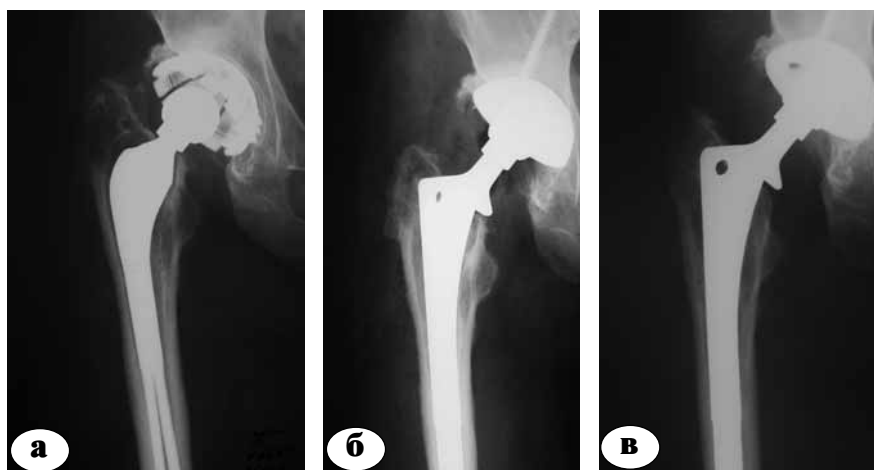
Рентгенограммы больной Е.: а – до операции; б – после реэндопротезирования; в – через 4 года после операции
